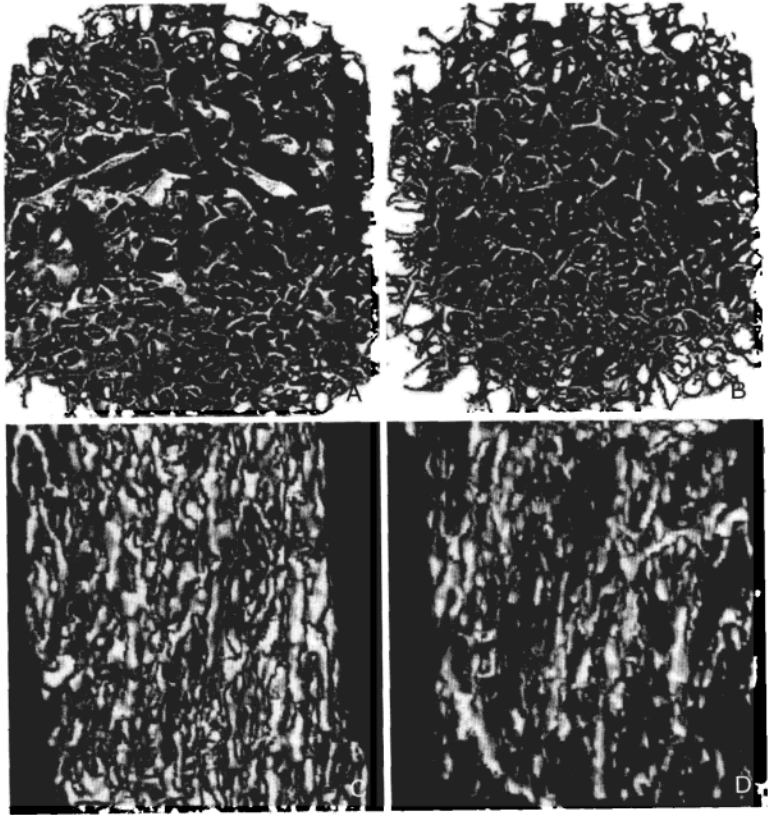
脊柱椎体标本的微-CT 图像不伴 (A) 和伴有 (B) 脊柱骨质疏松性骨折
